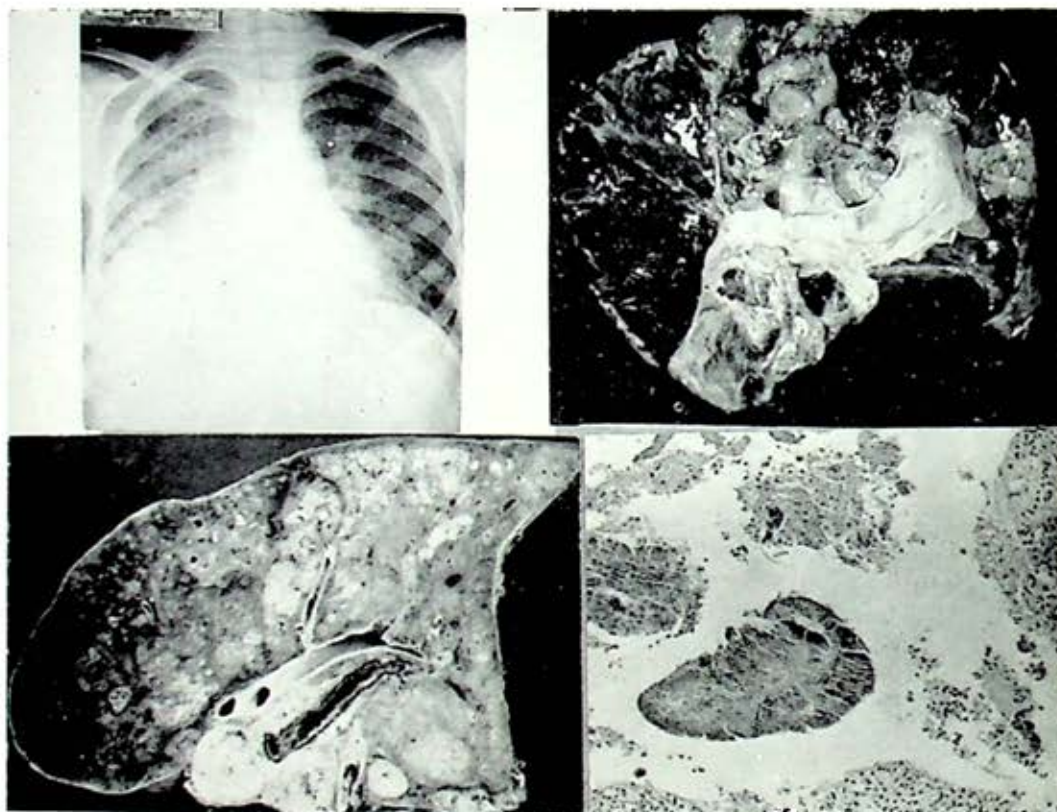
La radiografía de ingreso permite sospechar el diagnóstico de bronquiectasias bilaterales sobreinfectadas.
